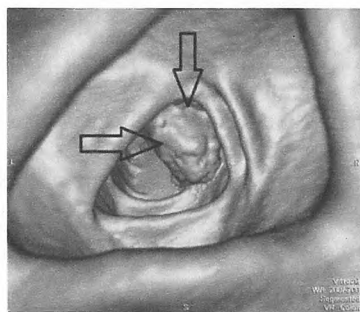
Виртуальная колоноскопия (КТ-колонография)
